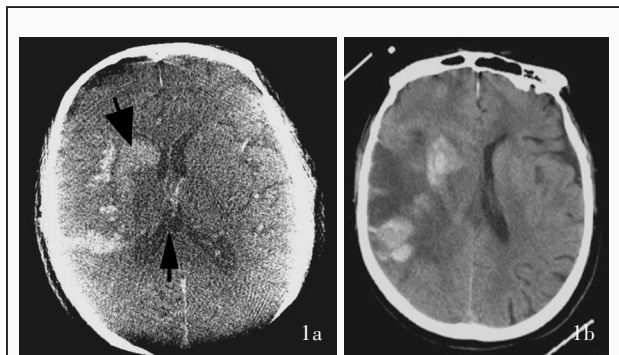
男性患者,80 岁,临床诊断为急性右大脑中动脉闭塞 1a 取栓后即刻行平板 CT 检查显示,右侧基底节区、额叶和岛叶交界处呈高密度征(核心梗死区,粗箭头所示),CT 值约 115 HU,可见占位效应,右侧侧脑室受压(细箭头所示) 1b 术后第 2 天复查头部 CT 显示,缺血性卒中出血性转化,出血范围较前扩大
